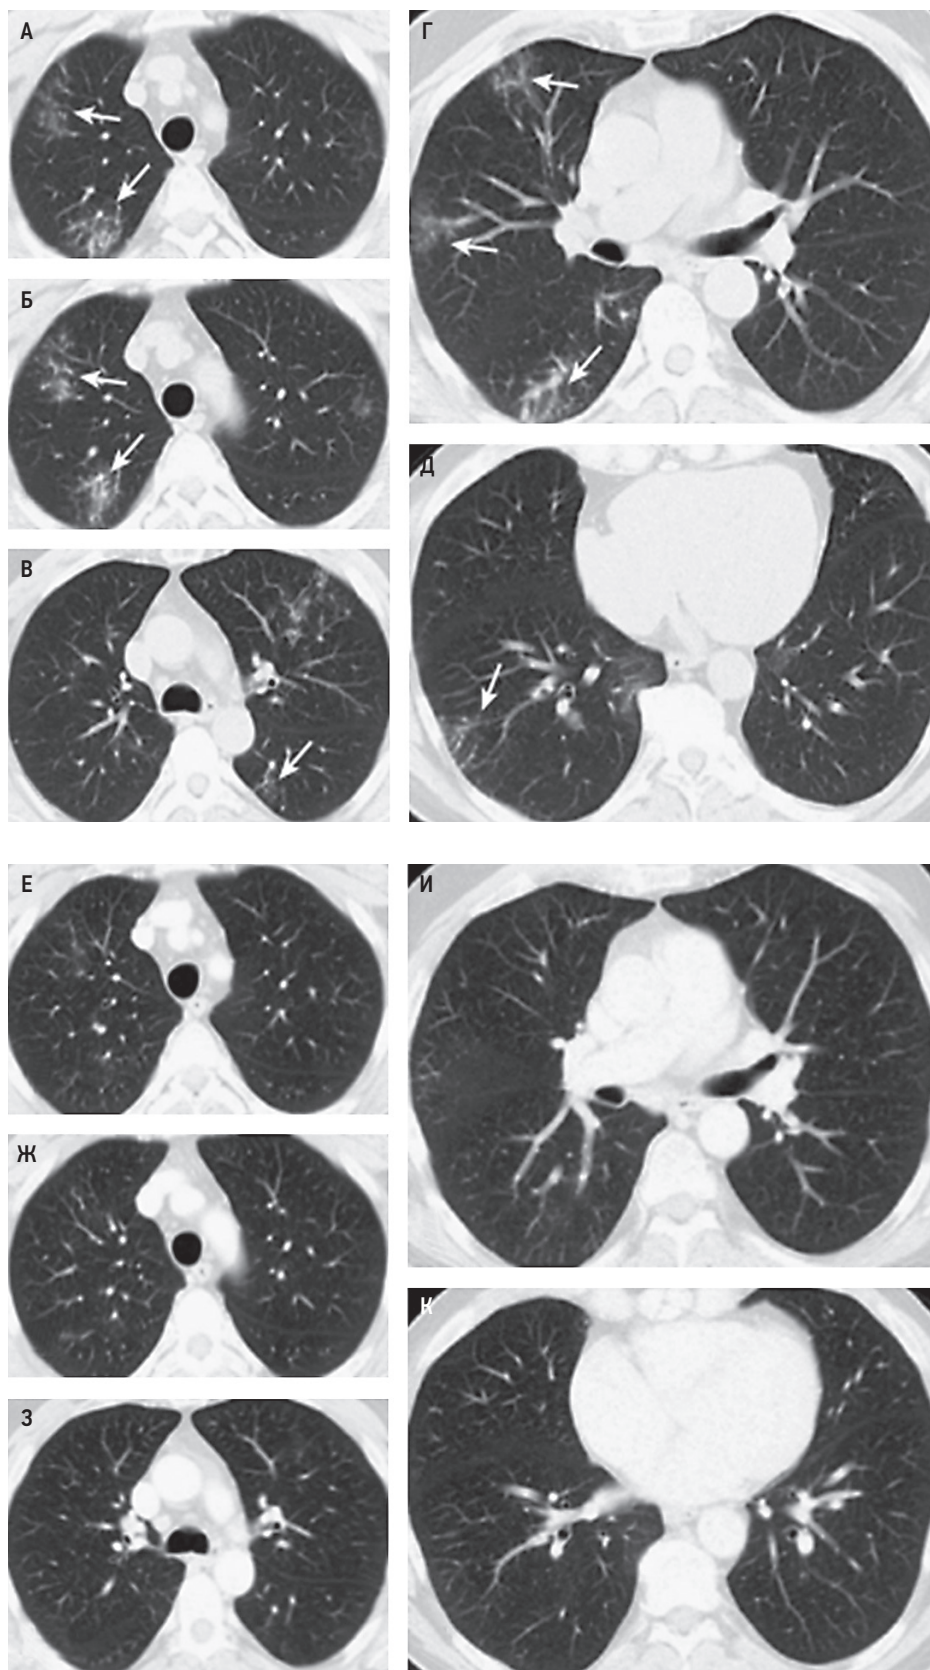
Интерферон-индуцированная саркоидная реакция: А–Д – компьютерная томография грудной клетки пациента с почечно-клеточным раком; мультифокальные 2-сторонние очаговые узелки (стрелки), расположенные вдоль сосудов и бронхов, характерные для саркоидоза; инфекционная этиология не обнаружена; Е–К – компьютерная томография грудной клетки после отмены интерферона- α ; разрешение мелких узелков (по Dulohery M. et al., 2022 [55])
